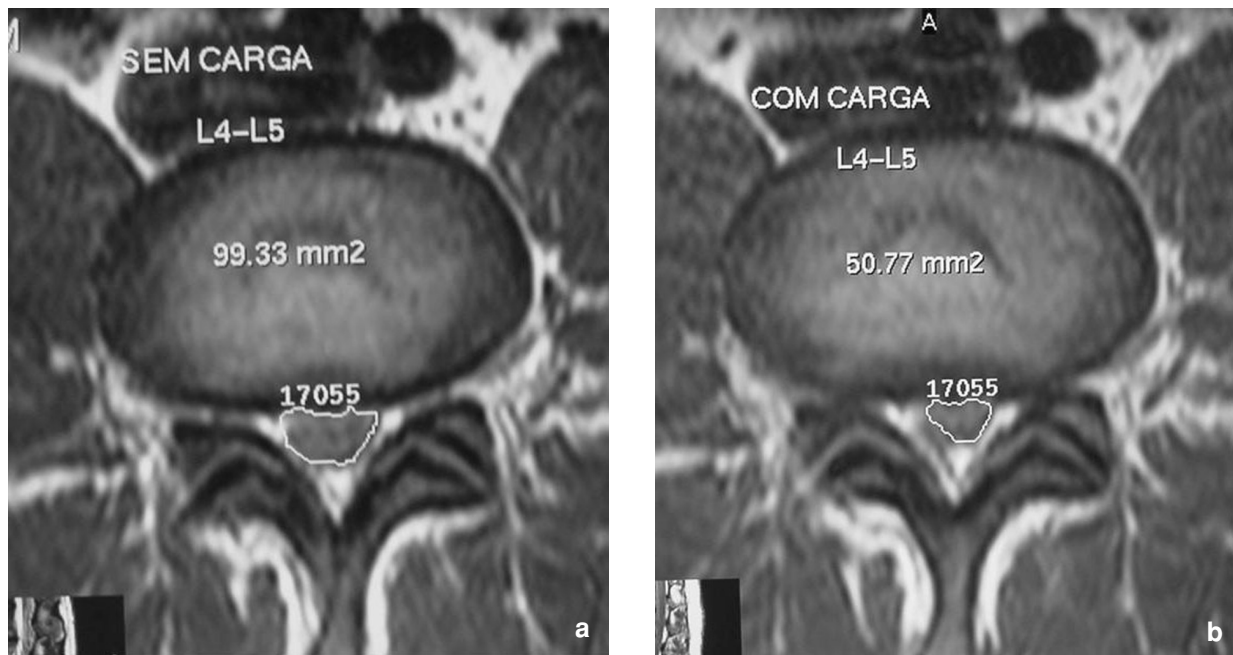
Canal lombaire rétréci révélé par le système de compression axiale. a) coupe axiale en IRM en L4-L5 avant l'application de la charge. b) coupe axiale au même niveau après l'application de la charge. La surface du sac dural passe de 99 à 51 mm².
